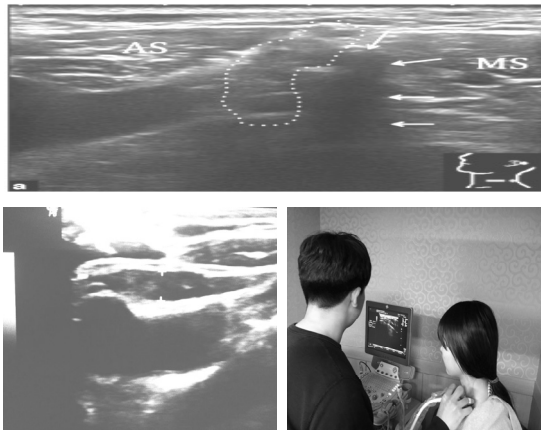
The measurement of middle scaleneus thickness by sonography.
